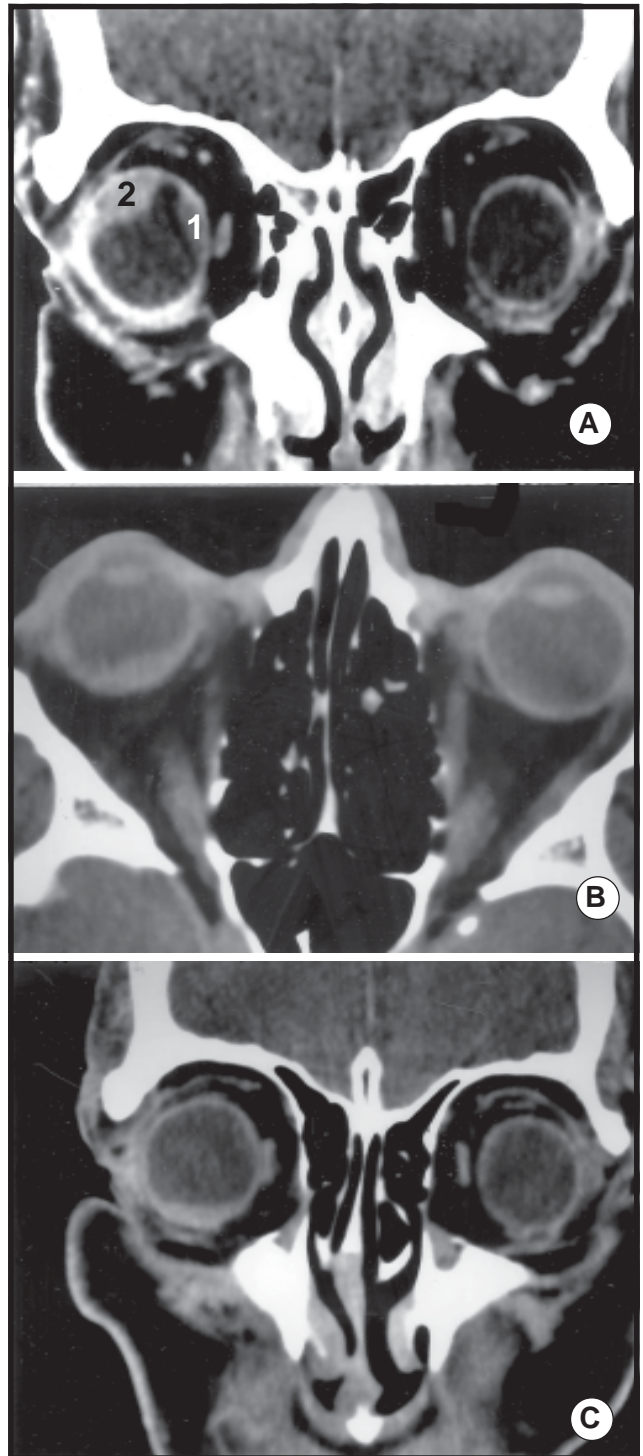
A. TC de órbita con contraste IV: paciente de 60 años, sexo masculino, con melanoma de coroides. Corte coronal demostrando lesión corioidea en placa, de mayor densidad que el vítreo (1 y 2). B. TC corte axial sin contraste IV: paciente de 58 años, sexo masculino, con disminución del campo visual y desprendimiento de retina. Diagnóstico: melanoma corioideo difuso. C. TC corte coronal con contraste IV: melanoma corioideo difuso.
